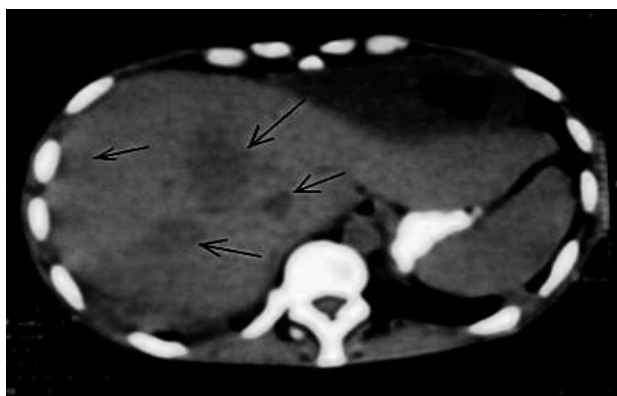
На КТ органов брюшной полости стрелками показаны множественные инфильтраты в печени
